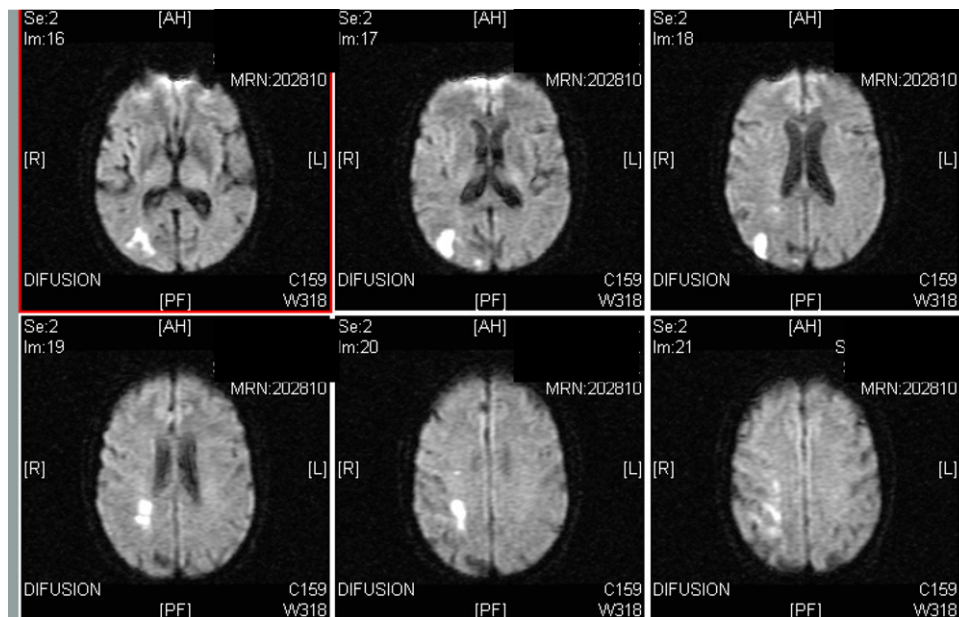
IRM craneal (difusión): lesión isquémica subaguda en territorio posterior de la ACMD, con afectación de corteza parietooccipital y de la SB periatrinal.
